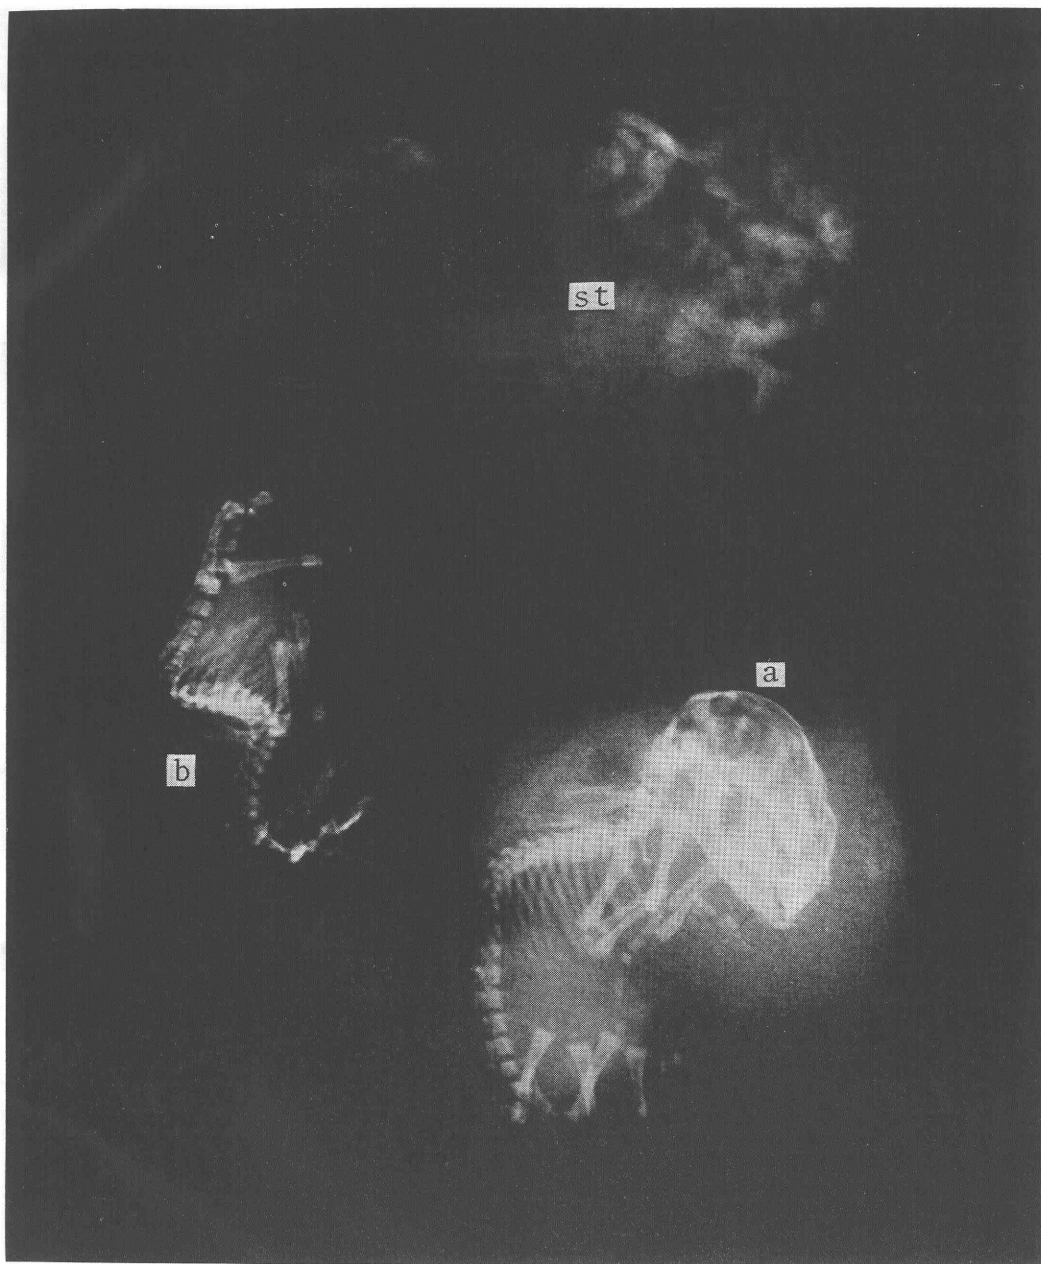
X-ray photograph of ectopic fetuses (actual size).
